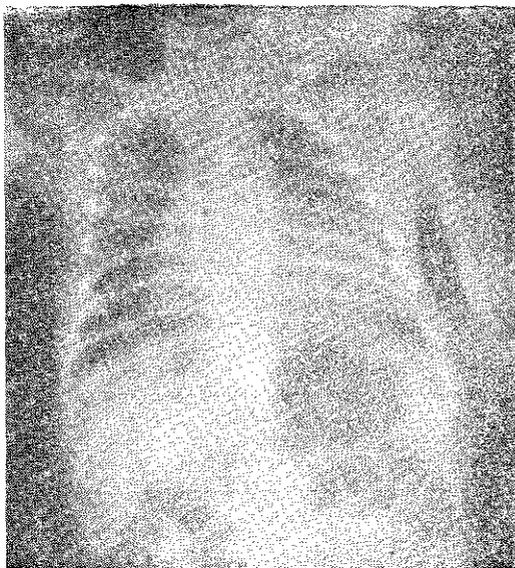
Radiografia do tórax, pósterio-anterior.
